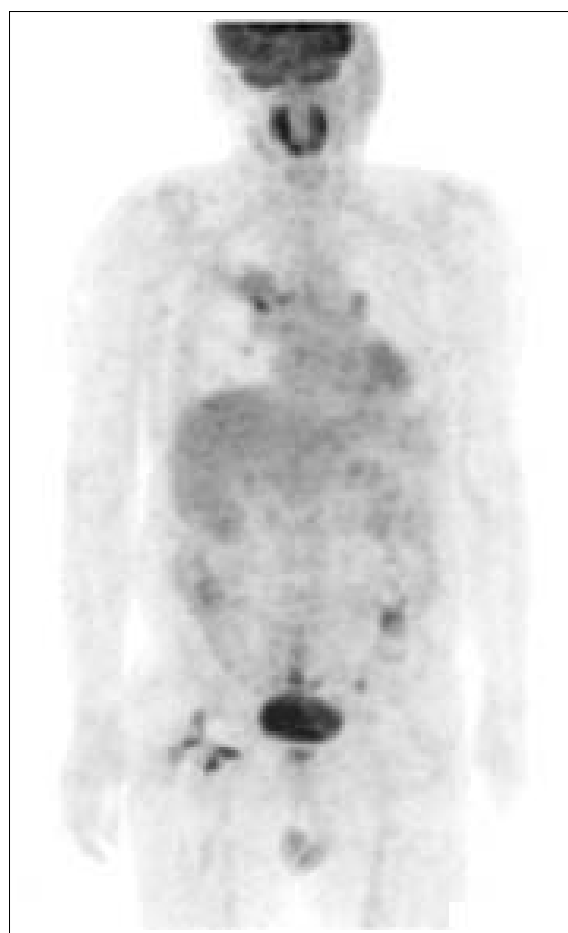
F18-FDG positron emission tomogram of whole body shows diffuse mild FDG uptake in segmental atelectasis of the right upper lobe, which includes a focal nodular lesion (SUV=4.1) in the proximal portion. There are hypermetabolic lesions in right lower paratracheal and subcarinal area (SUV=2.9, 2.5). Increased FDG uptake is also seen around right hip prosthesis.
